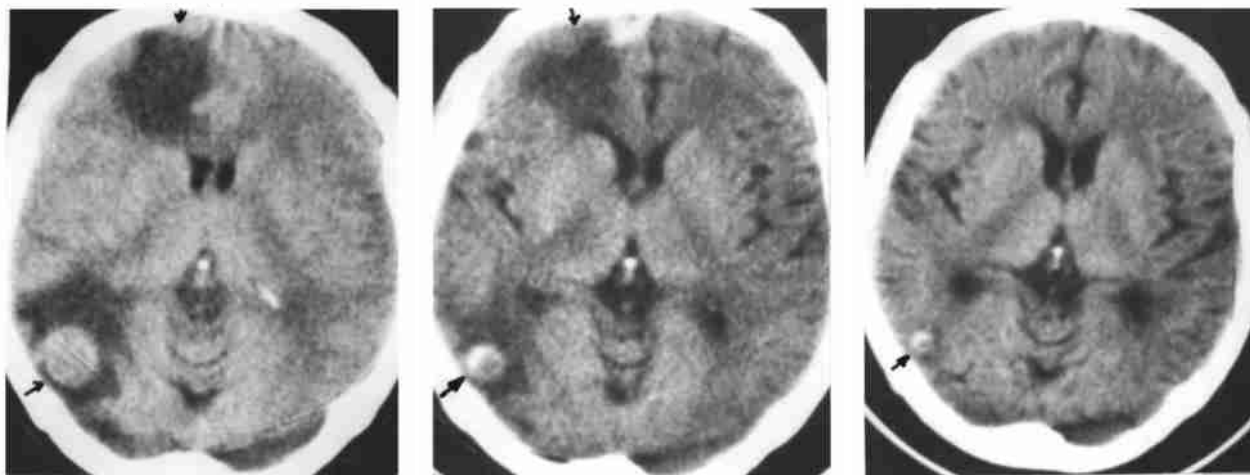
~3 肺癌术后脑转移 图 1 (左)为双侧颈内动脉眼动脉近端化疗前脑 CT,显示右额、枕叶癌灶()及广泛瘤周水肿。左枕顶叶内转移灶与水肿导致侧脑室后角消失 图 2,3 (中,右)分别为介入化疗后 1 个月和 2 个月,示病灶逐渐缩小,瘤周水肿逐渐消退,侧脑室后角复现
